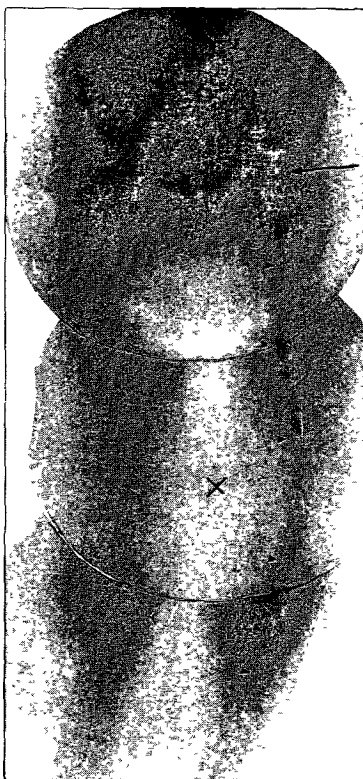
In-111 platelets venography displays accumulation of In-111 platelets in superficial femoral, popliteal veins and the upper portion of calf vein corresponding to the finding of Tc-99m MAA (Fig. 4-B) and X-ray contrast venography (Fig 4-A) below occlusion of vein at the inguinal region arrow indicates the site of occlusion of vein at the inguinal region arrow heads the site of process of thrombophlebitis. X indicates the level of knee
